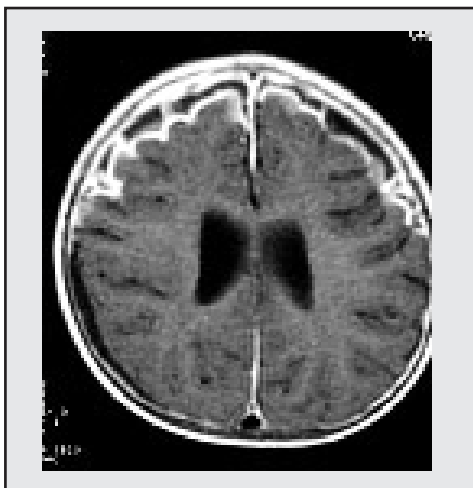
Meningitis. RM con medio de contraste . Realce meníngeo prominente y pequeña colección (empiema subdural) frontal.
